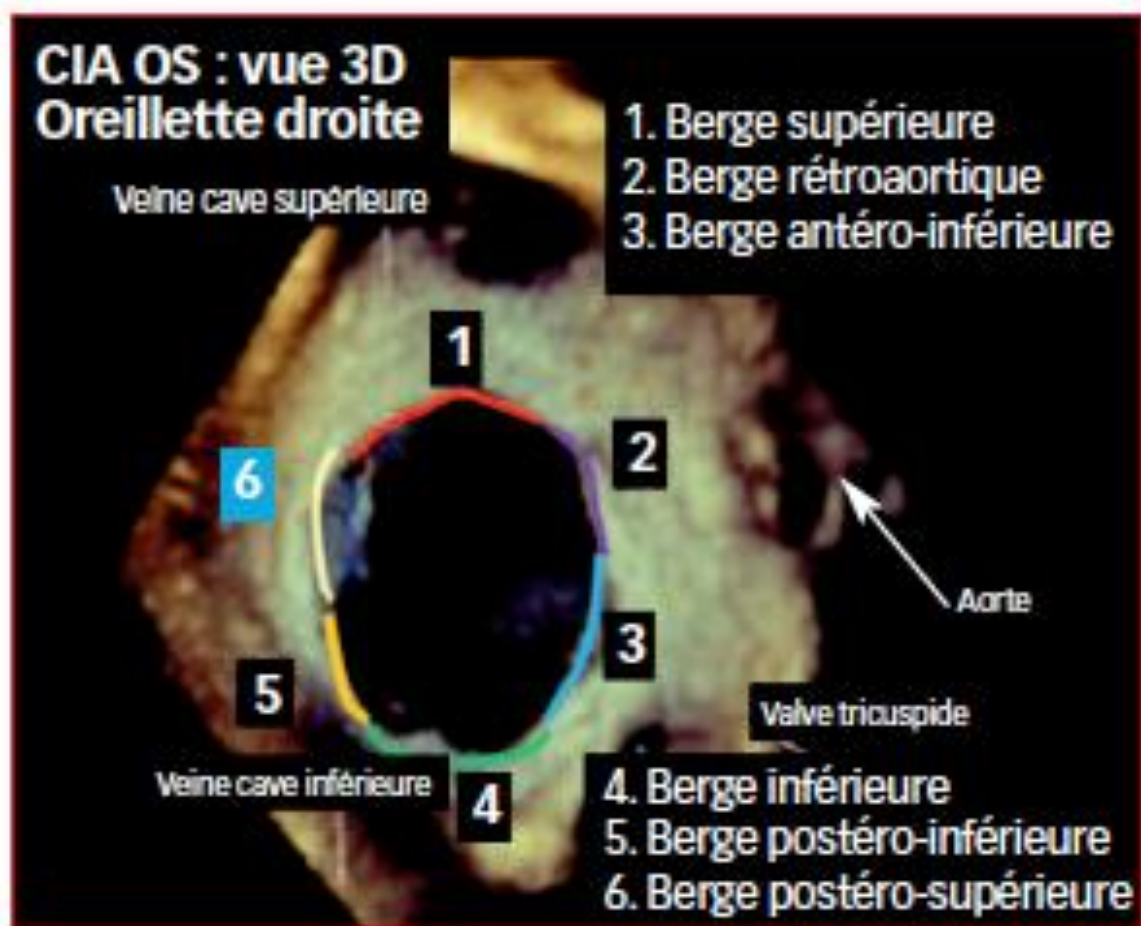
Échocardiographie 3D [Source : <http://www.échocardioblog.com>]
